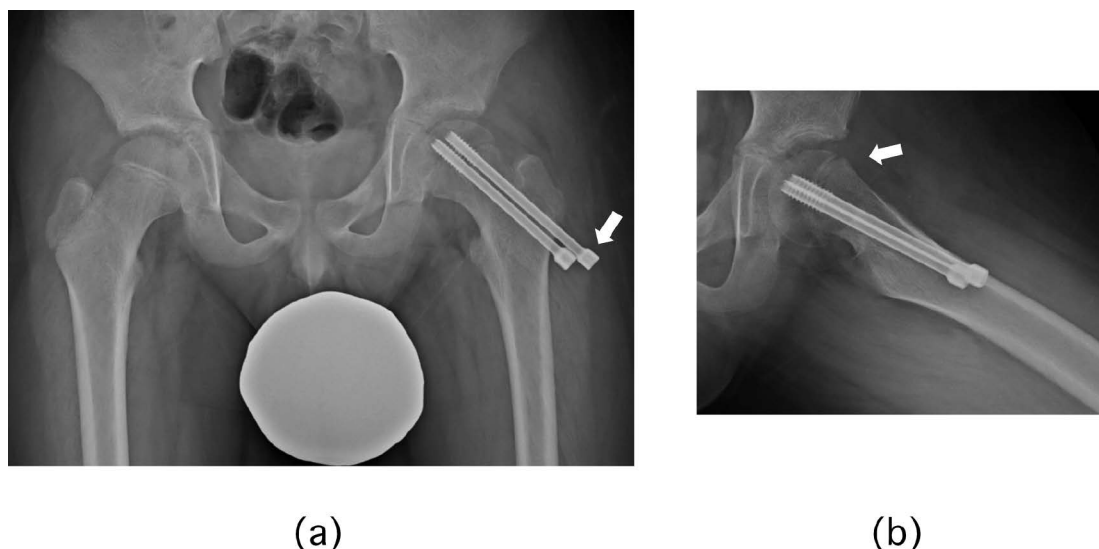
症例1 術後単純X線像 (a)：正面像 (b)：側面像
